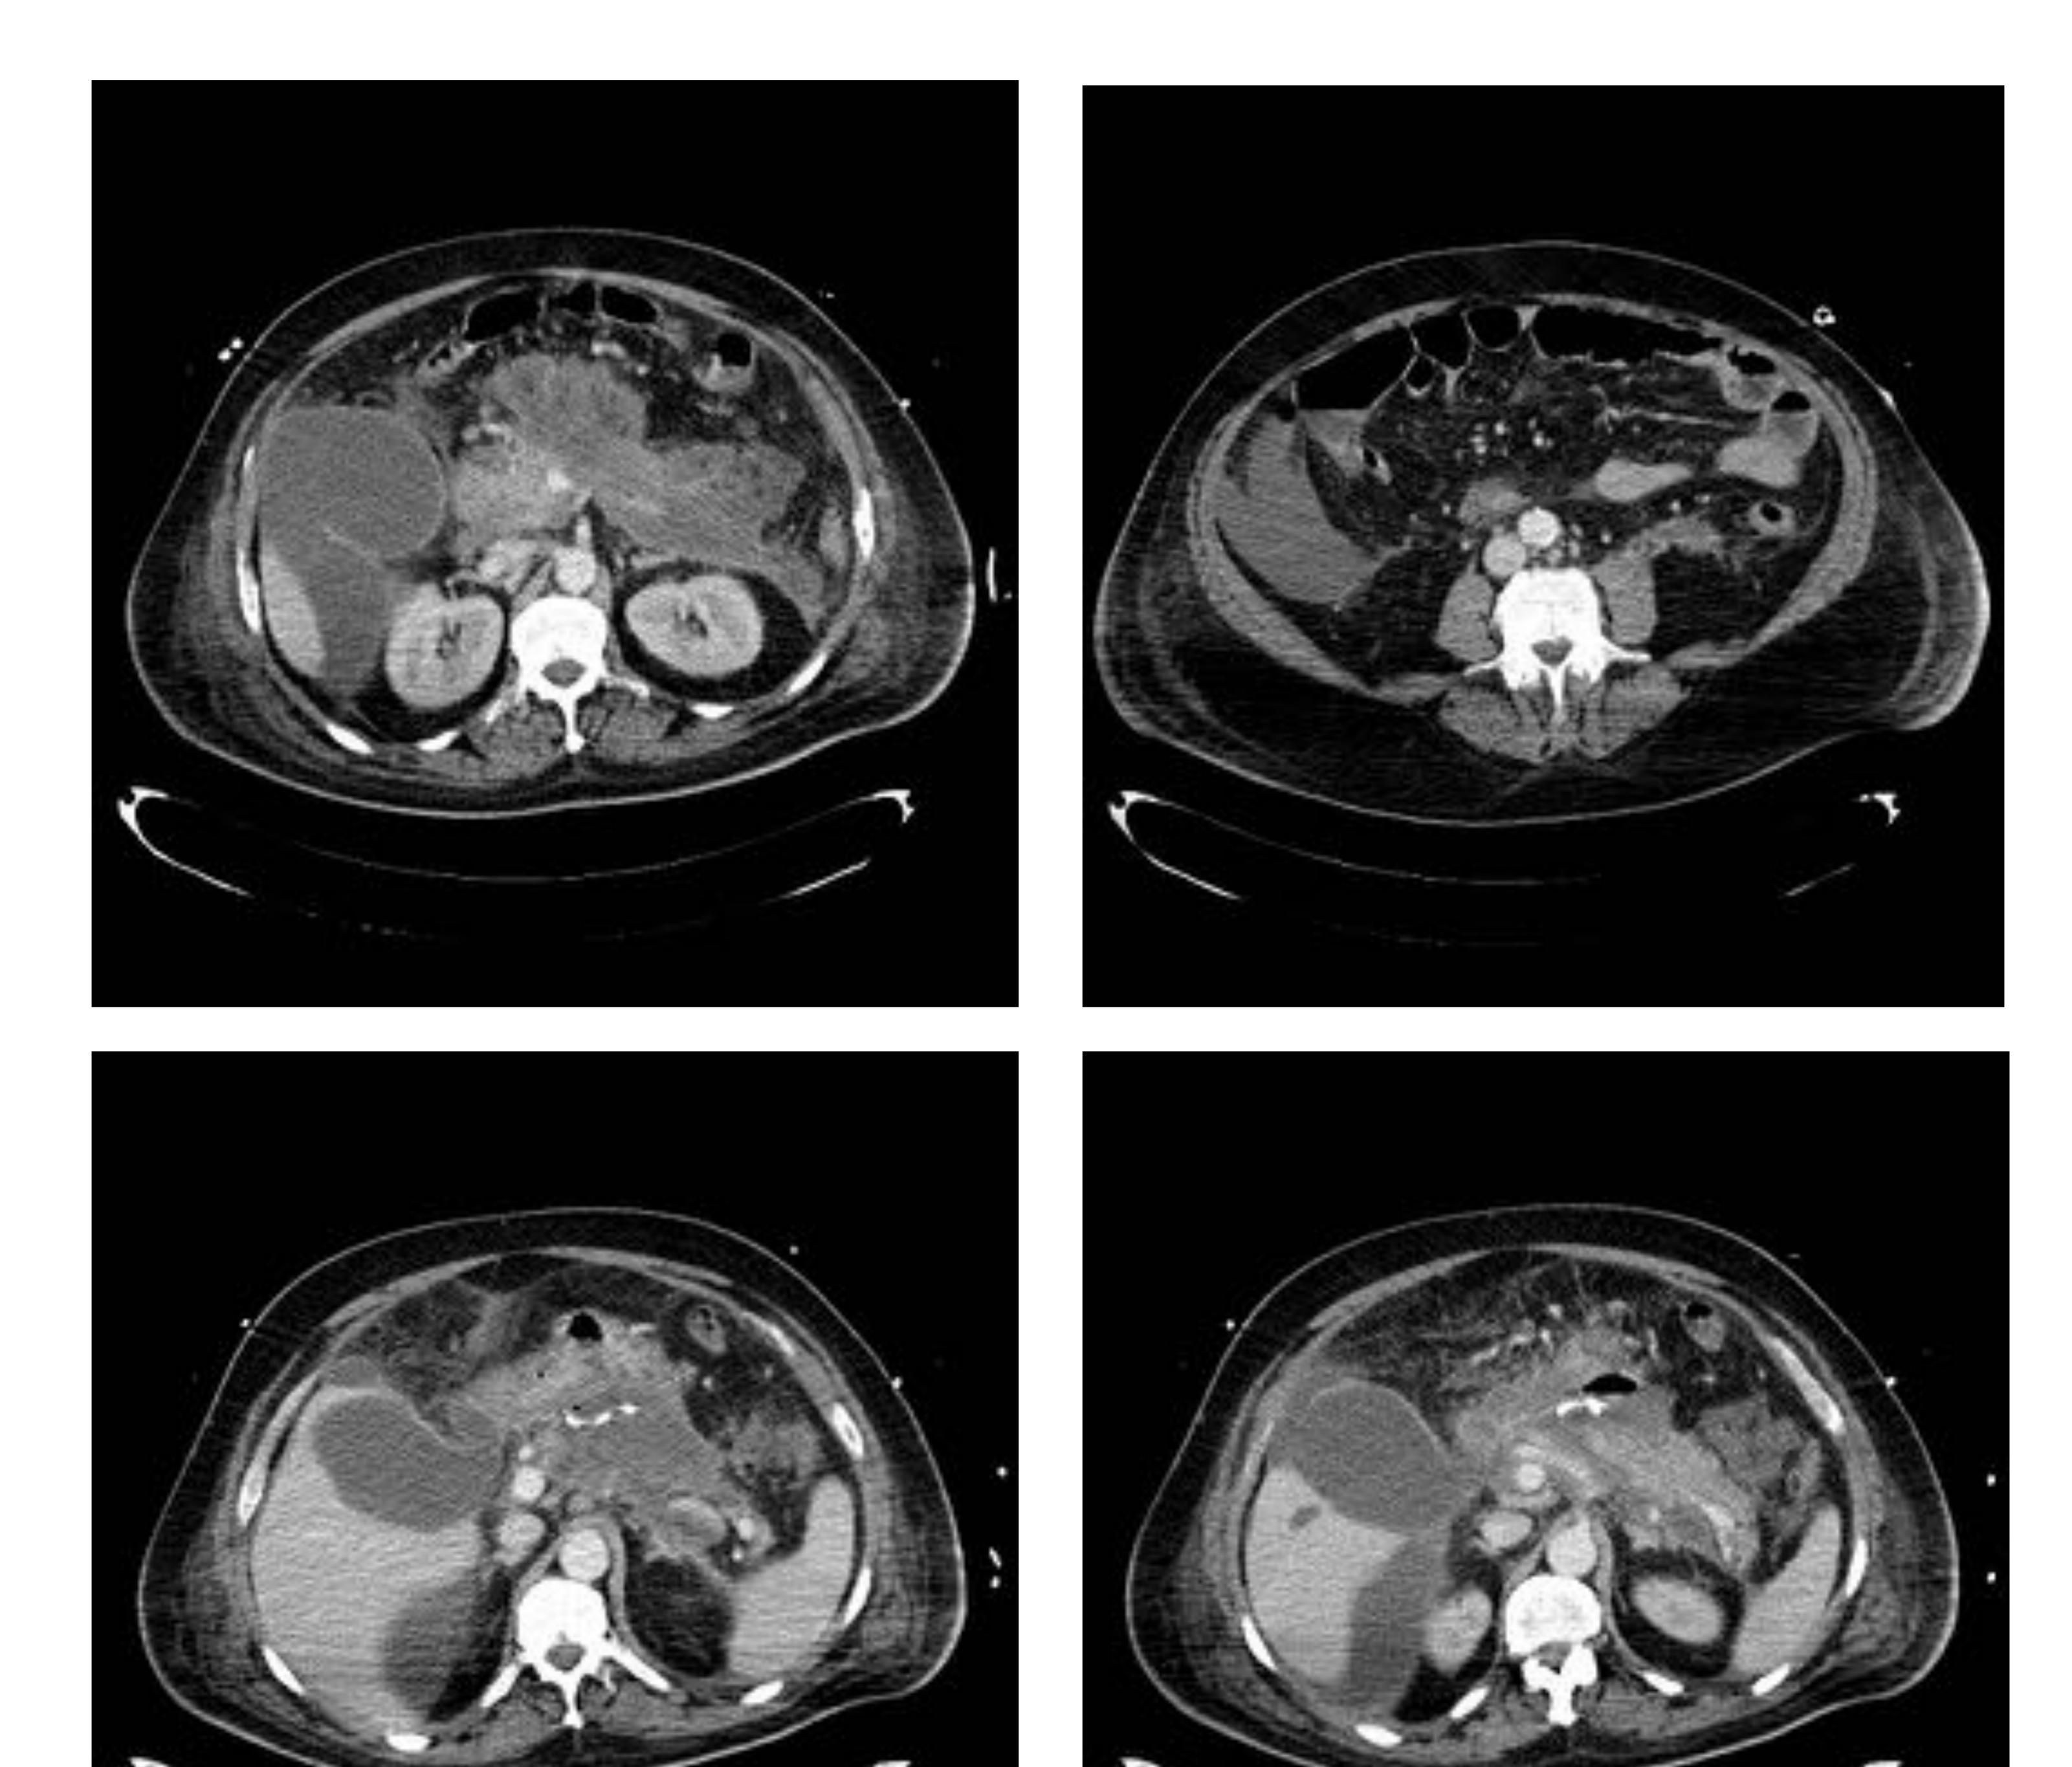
TC realizado al mismo paciente de la figura anterior 30 días después, objetivando disminución de la colección localizada en el saco menor tras la colocación de drenaje transgástrico, y la formación de una colección encapsulada adyacente a la vesícula biliar que se extiende al espacio subhepático (flechas), además se visualiza moderada cantidad de líquido libre en espacio subfrénico derecho y gotiera paracólica derecha.
